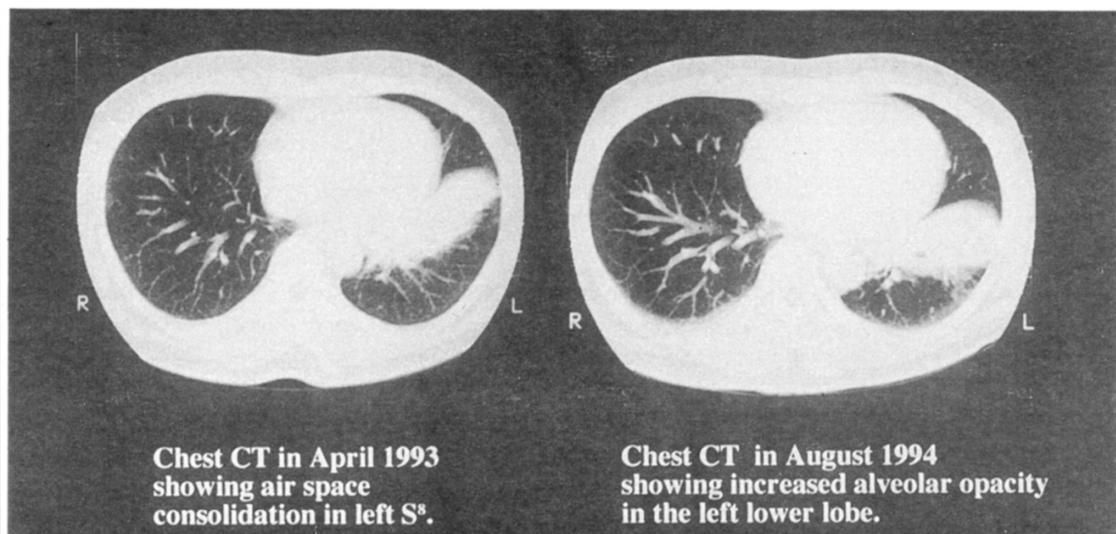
Chest computed tomograms.
